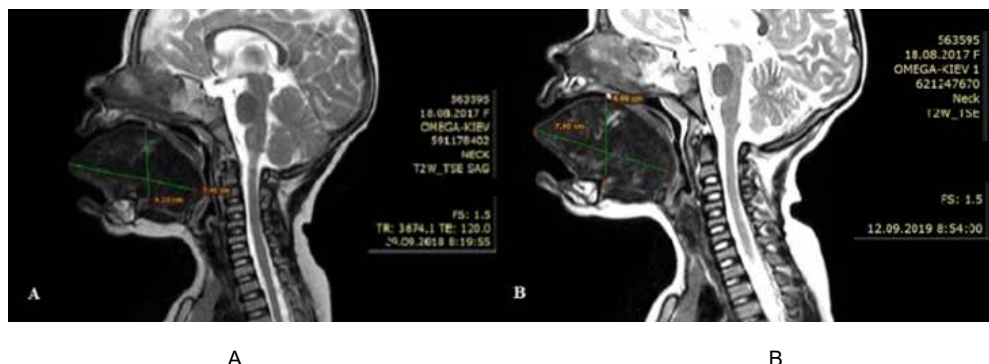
Розміри язика визначені за МРТ з внутрішньовенним контрастуванням пацієнта Р. у 1 (А) та 2 роки (В)
